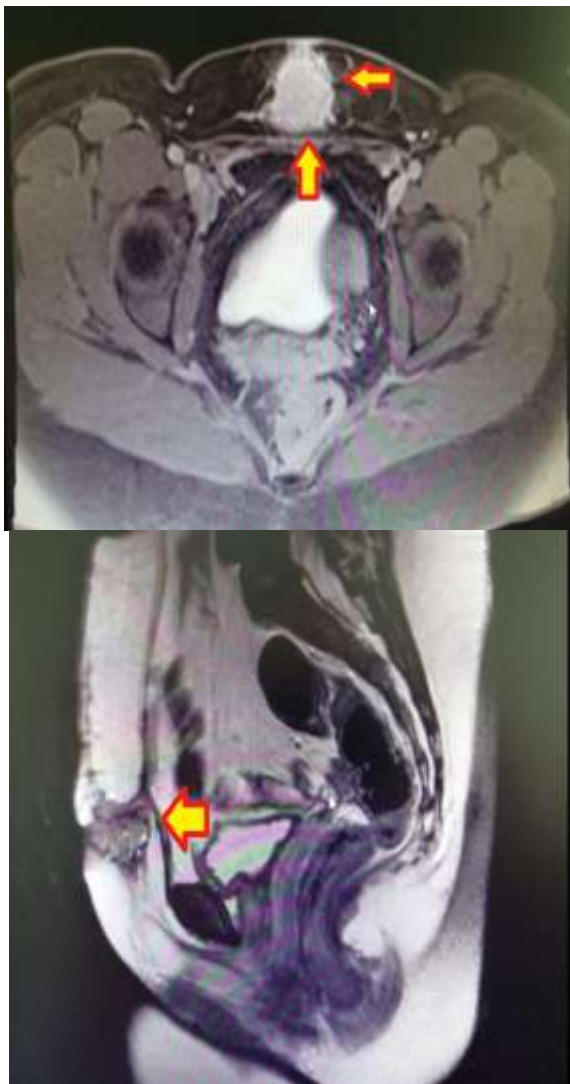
A, B. Resonancia magnética nuclear (RNM) que describe lesión que compromete la pared abdominal hacia el recto abdominal derecho
